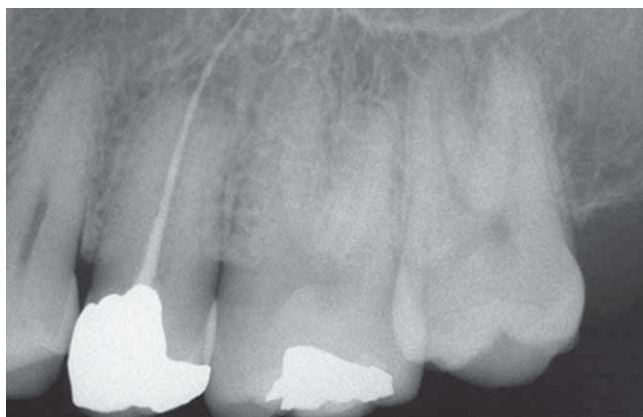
1993/01 – 25 Immagine tratta dal completo radiografico del paziente, effettuato a seguito di prima visita. Sul 25 è presente un trattamento endodontico incongruo: il cono di guttaperca invade i tessuti periapicali per circa 5 mm ed è sottodimensionato rispetto al diametro del canale. È presente radiotrasparenza periapicale. L'elemento è asintomatico e il paziente rifiuta il ritrattamento.
